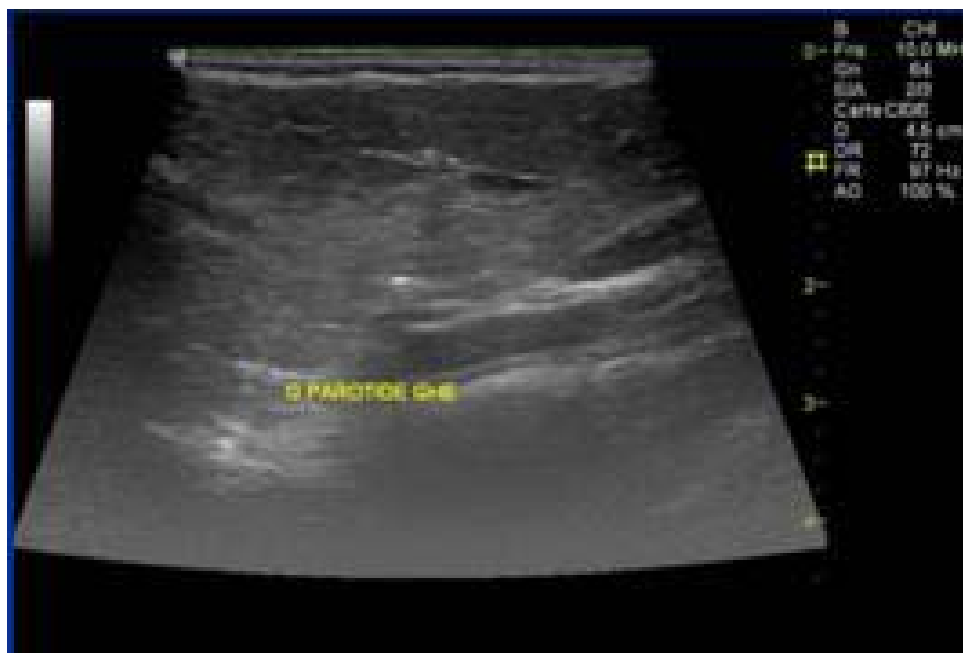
Aspect échographique normal de la glande parotide[26]
